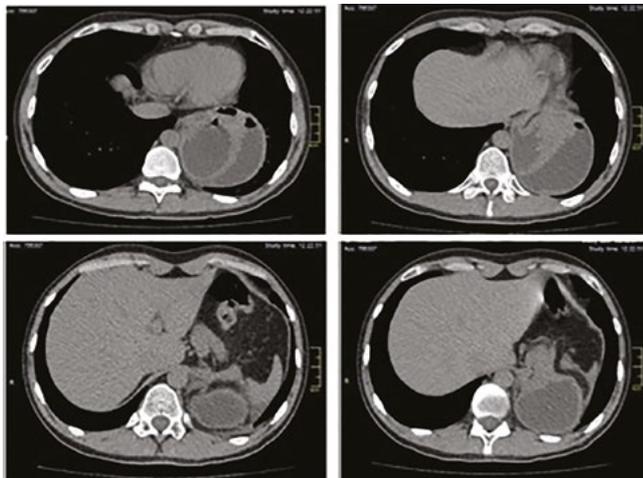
Tomografia de abdômen sem contraste evidenciando volumosa hernia paraesofágica.
